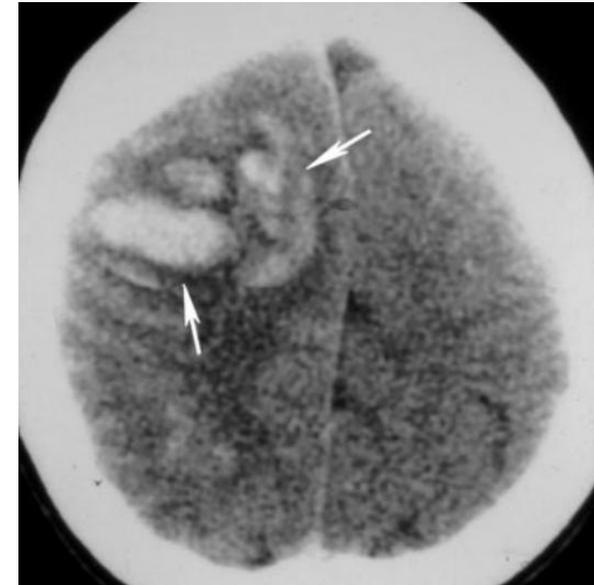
Imagen axial de TC sin contraste que muestra hemorragia irregular en el lóbulo frontal derecho en un paciente que presentaba trombosis del seno sagital superior.
